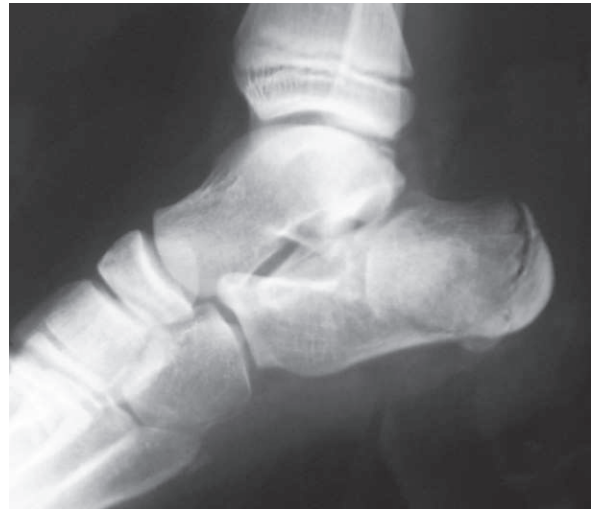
Radiografía lateral de pie. Caso B.
